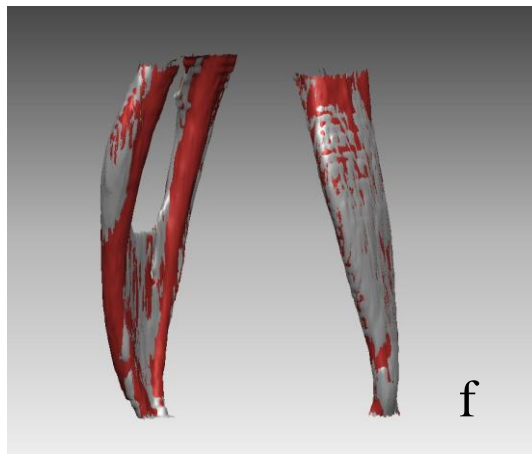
Ni-Ti el eęesi grubunda (1.Grup) preparasyon ncesi ve sonrası akıřtırılmıř tm rneklerin  boyutlu grntleri (Gri alanlar preparasyon ncesi, kırmızı alanlar preparasyon sonrasına ait  $\mu$ BT grntleridir.)
